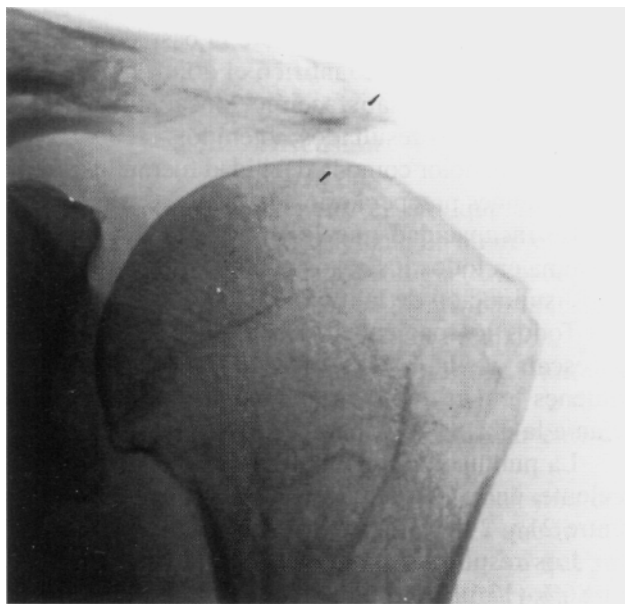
Radiografía de hombro de frente, muestra ascenso de la cabeza humeral en relación a la cavidad glenoidea y fricción acromial. Se interpreta como lesión de la porción larga del bíceps y masiva del manguito rotador.
